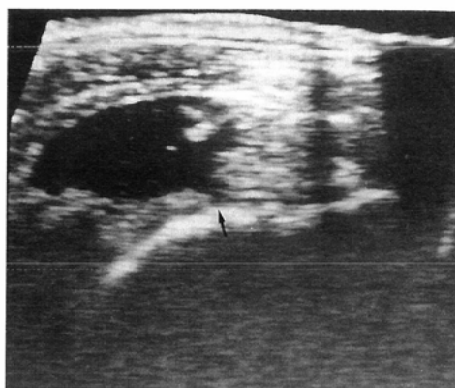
(B) Sonography shows an anechoic area in the rotator cuff (arrow).
